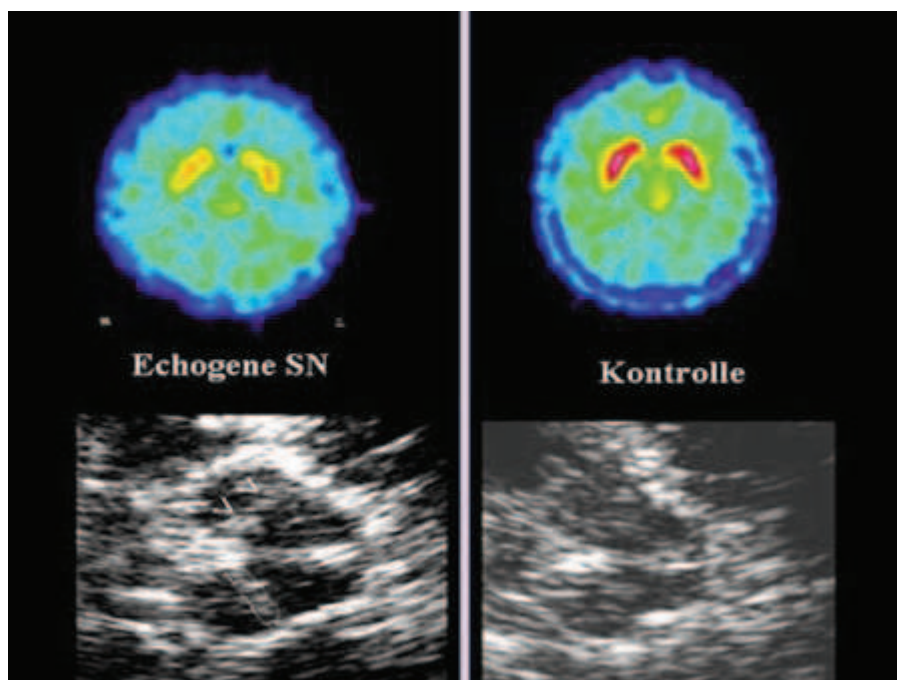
Echogene Substantia nigra in der transtranziellen Sonographie mit Pfeilen gekennzeichnet bzw. umrandet (unten links) und gesunde Kontrolle (unten rechts). Oben die entsprechenden Bilder in der Fluordopa-Positronen-Emissions-Tomographie (Fluordopa-PET).
